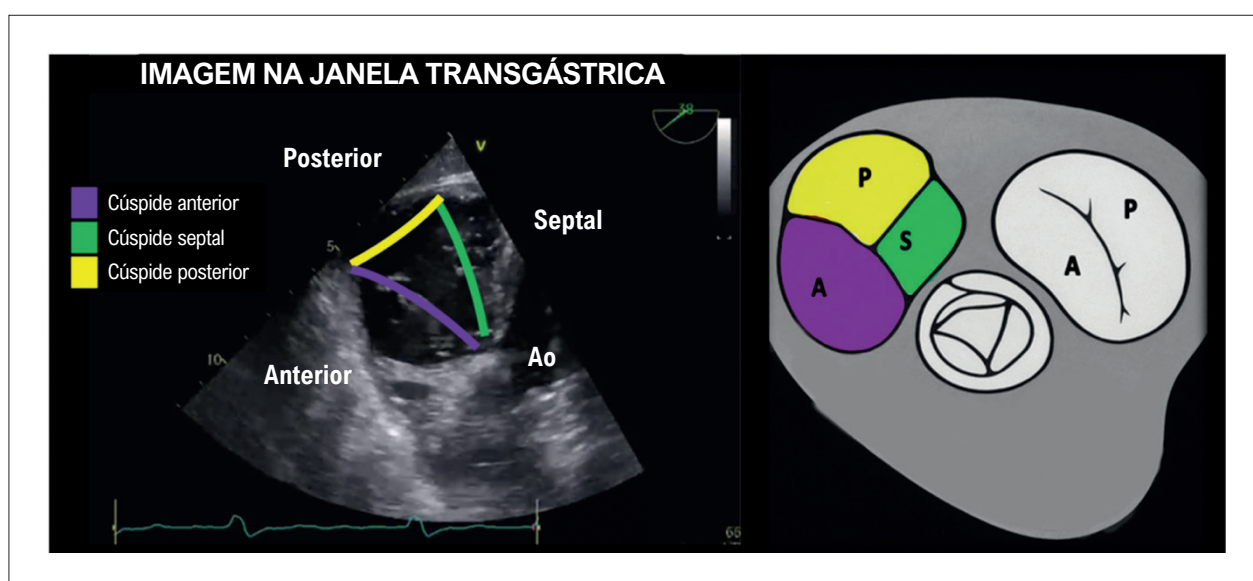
Visão transgástrica bidimensional de ecocardiograma transesofágico em corte de eixo curto (ângulo de insonação de 30°), demonstrando a valva tricúspide em posição anterior ao plano aórtico. Nota-se a morfologia dos folhetos tricúspides, com coaptação completa em diástole, e o contorno da raiz aórtica logo acima do plano valvar. A: anterior; Ao: aorta; P: posterior; S: septal.
